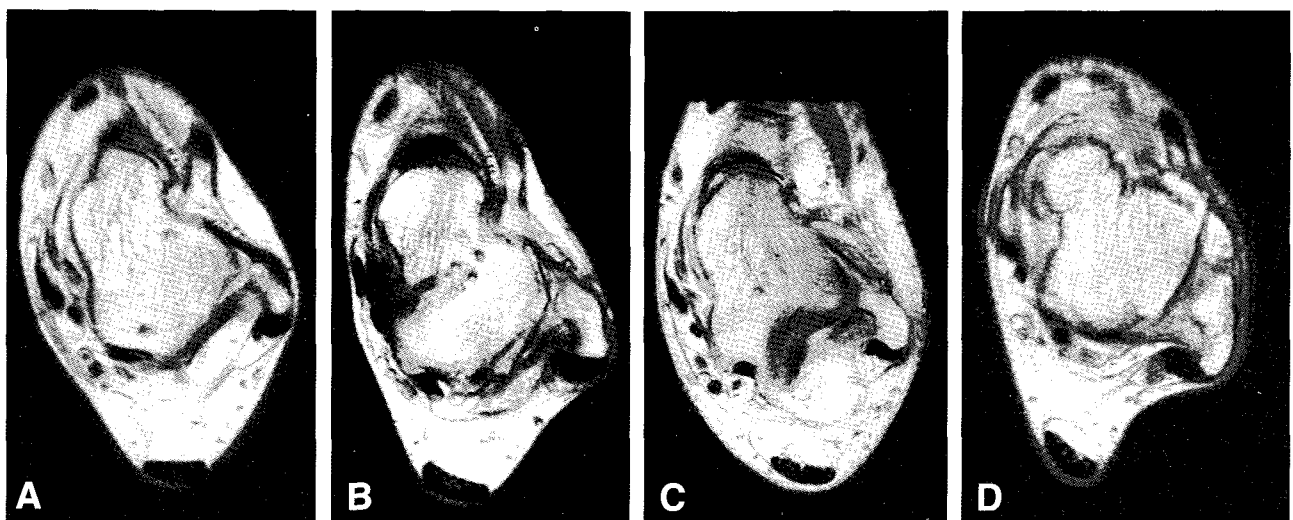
This magnetic resonance images show the normal anterior talofibular ligament (ATFL) (A), thinned and defected fibular attachment (B), perilamellary hypertrophy and swollen state (C), os subfibulae (D). B patient need more inner attachment of ATFL reconstruction. D patient has more successful results after ossicle excision with lateral repair and augmentation.
